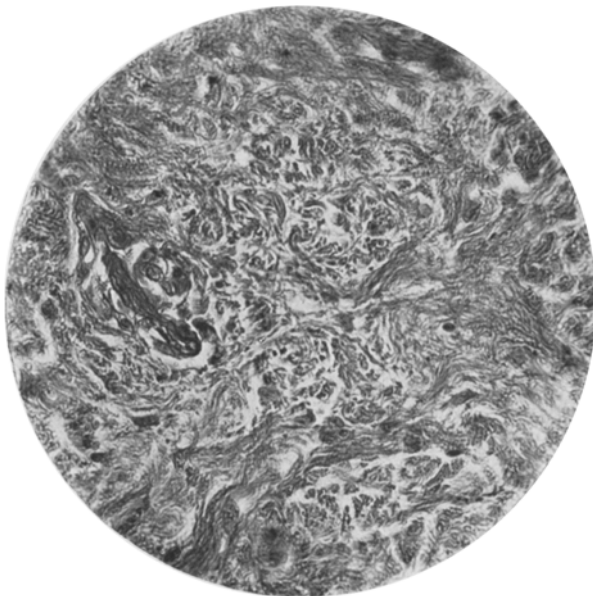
Zeiss, homog. Immers. $\frac{1}{12}$. Okul. 2. Bindegewebsbildung nach Röntgenbestrahlung des leukämischen Gewebes.
